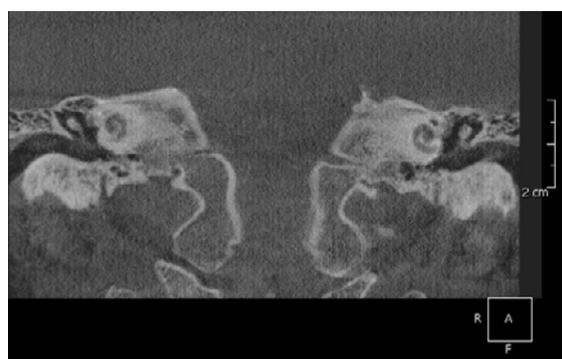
КТ ВНЧС в коронарной проекции
